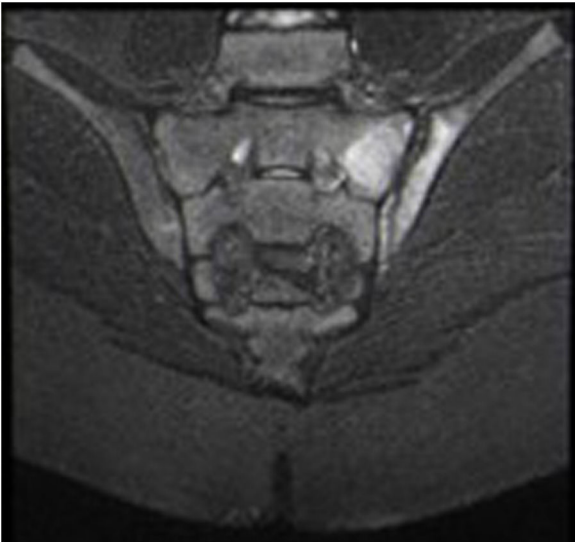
Corte coronal de imagen por resonancia magnética secuencia T2 de edema óseo en sacroilíaca izquierda.
